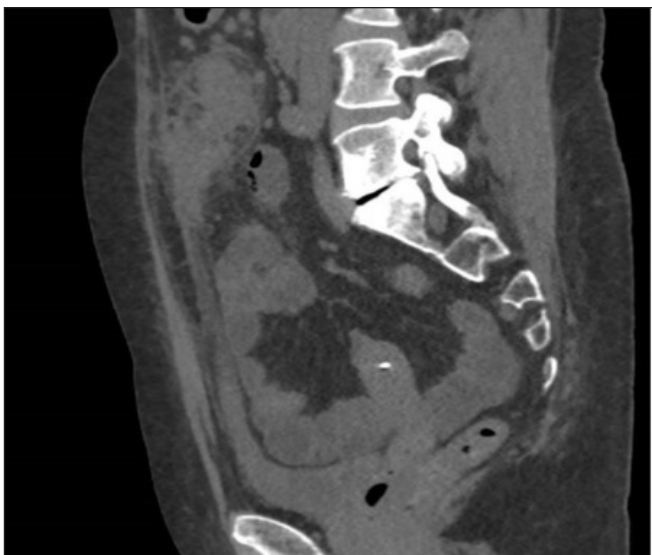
Tomografía computarizada de abdomen sin contraste 05/03/2024 corte sagital.
